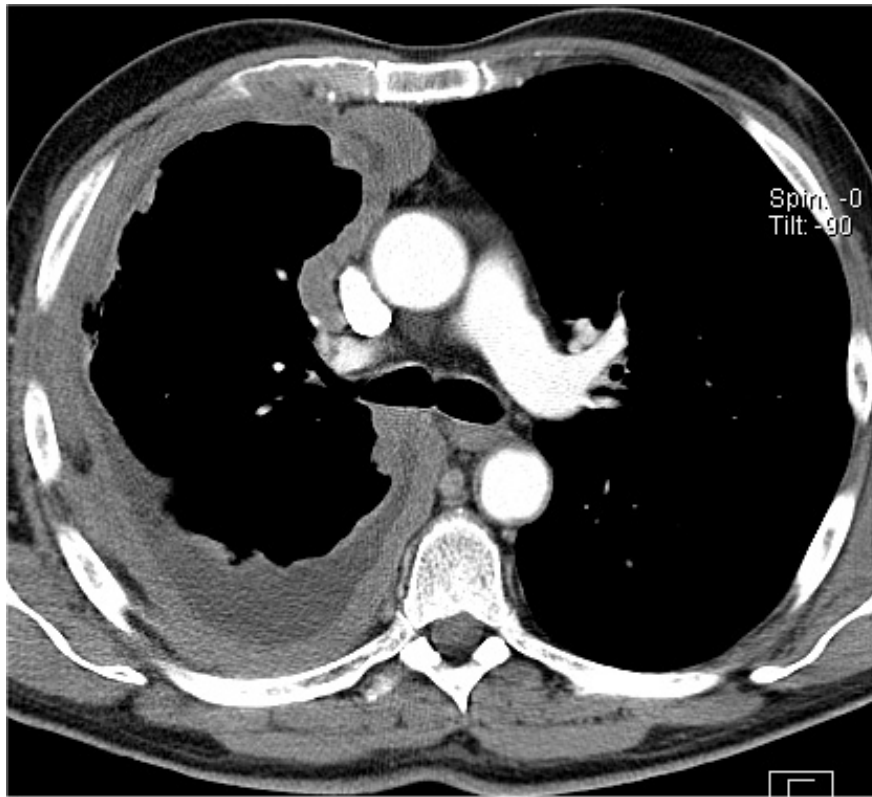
Transversaler Schnitt in der Multislice-Spiral-CT auf Höhe der Carina bei MPM (Kollimation 0,8 mm). Ergussanteile und solide Tumoranteile sind differenzierbar. Typisch ist die Beteiligung aller Pleuraabschnitte, insbesondere auch mediastinal, und die diskrete Verkleinerung des betroffenen Hemithorax
